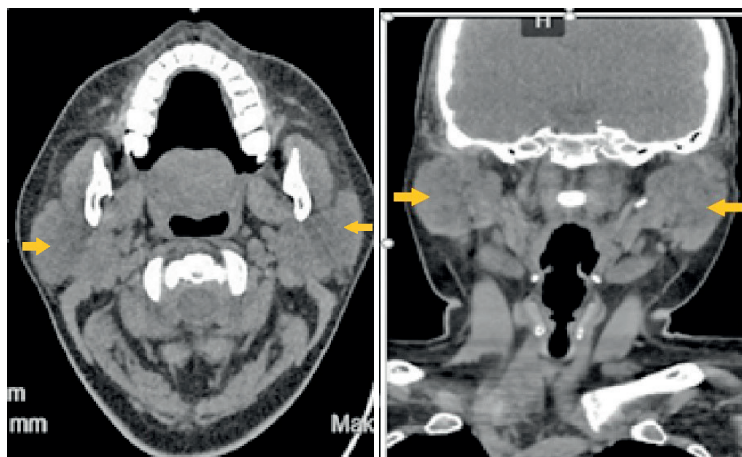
Пациентка 38 лет. КТ головы и шеи. Саркоидоз. Увеличение околоушных слюнных желез. Сентябрь 2022 г.
